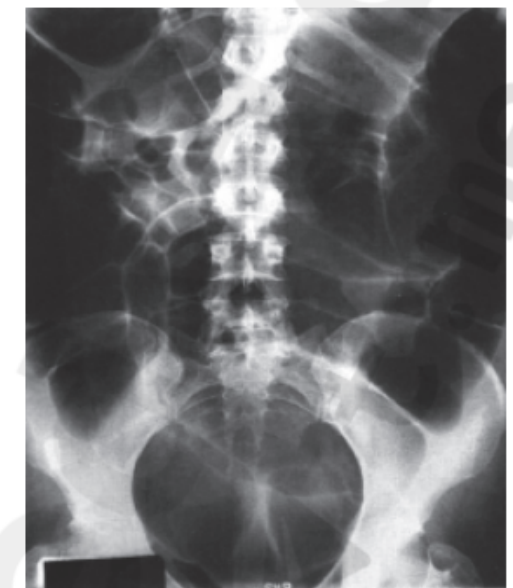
Radiografia simples de abdome em um paciente com íleo paralítico. Observe a considerável dilatação do intestino delgado e grosso que se estende até a pelve.
